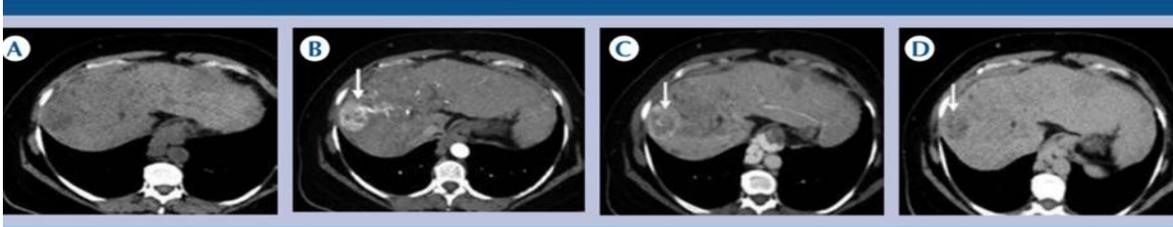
Carcinoma hepatocelular típico. Paciente con cirrosis. Tomografía multicorte multifásica. A) estudio sin contraste (fase simple). Lesión nodular ligeramente hipodensa, localizada en el lóbulo hepático derecho. B) Fase arterial (25s). Intenso reforzamiento (flecha). C) Fase portal (60s). Perdida del reforzamiento en la región central (flecha). D) Fase tardía (90s). Lavado (washout) completo de la lesión (flecha).
